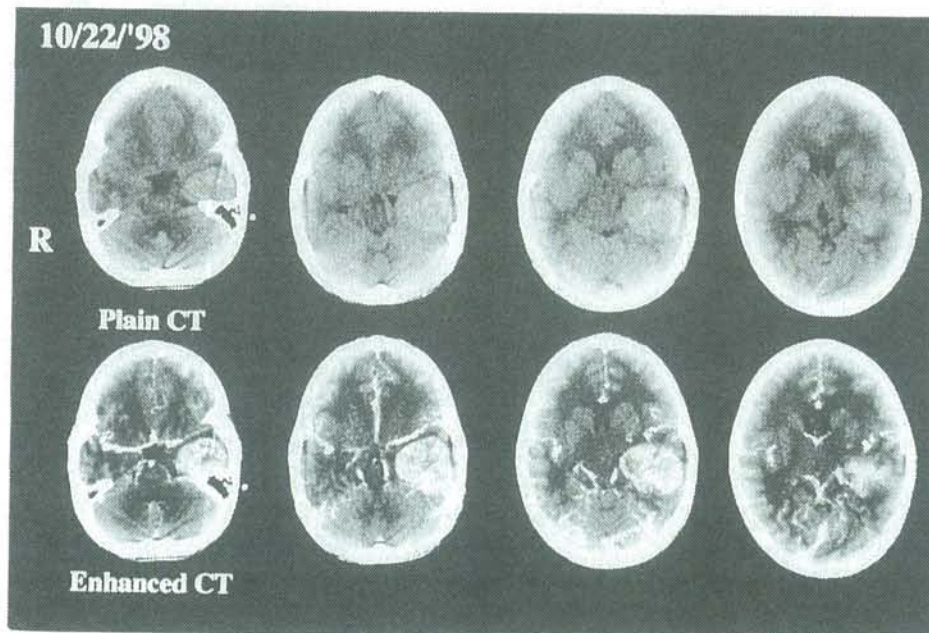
Plain & enhanced CT scans on admission.
